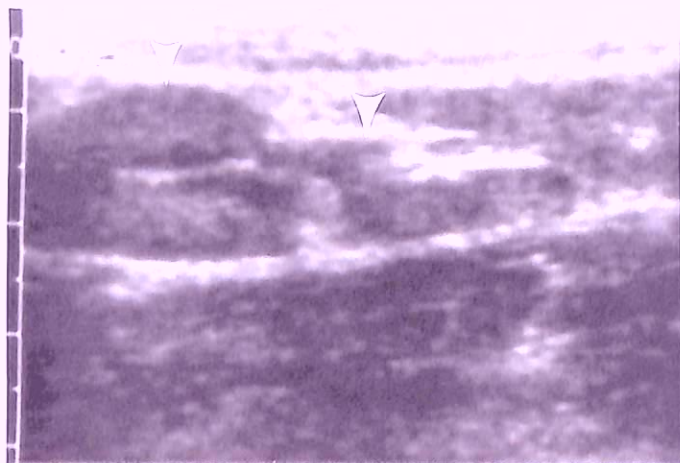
Увеличенные мезентериальные лимфатические узлы. При УЗИ с дозированной компрессией на продольном срезе в правом нижнем квадранте живота определяется несколько увеличенных мезентериальных лимфатических узлов овальной формы (треугольные стрелки).
